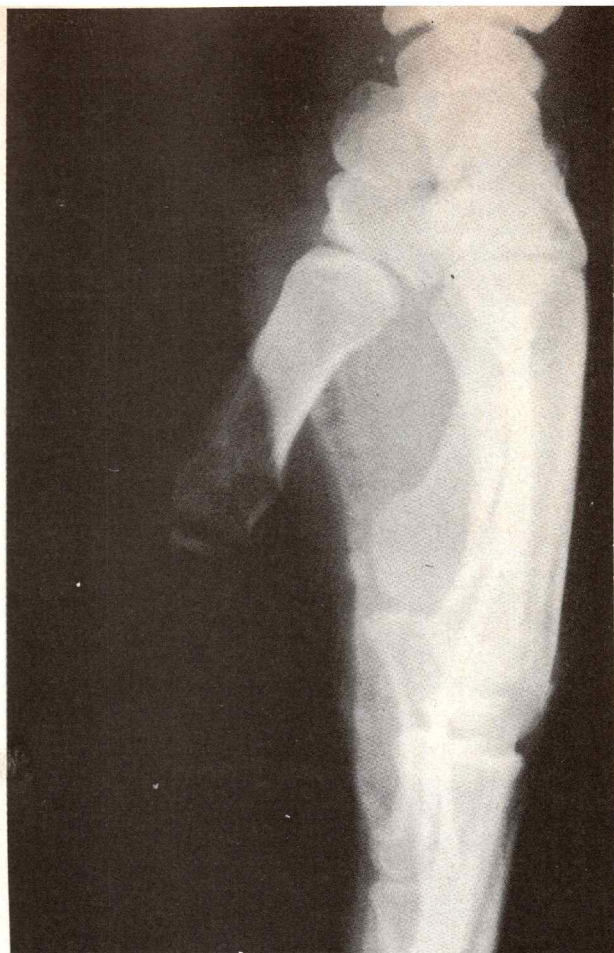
Radiografía de perfil de la mano.
